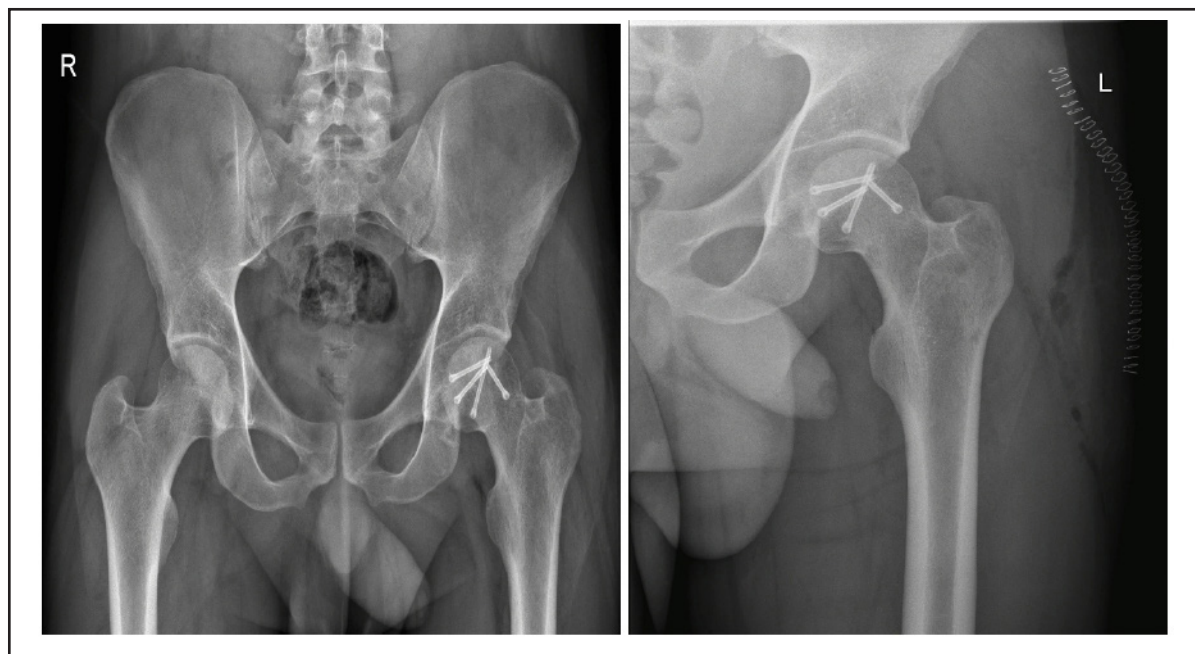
Radiografías postoperatorias AP de pelvis (izquierda) y lateral de cadera izquierda (derecha). Se observa reducción concéntrica de la luxación con cabeza femoral centrada en el acetábulo y osteosíntesis in situ mediante 3 tornillos headless en posición subcondral en cabeza femoral, con adecuada alineación del material de fijación. Sin signos de necrosis vascular ni complicaciones inmediatas.
